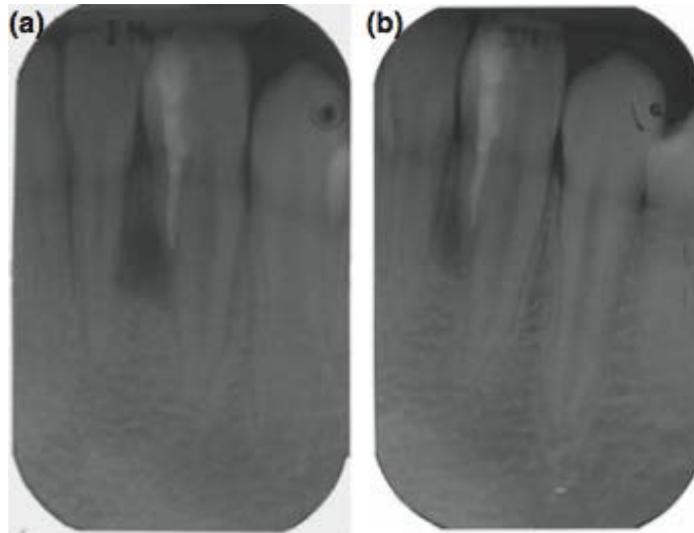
radiographie rétro-alvéolaire du traitement final de la 32 (39).
